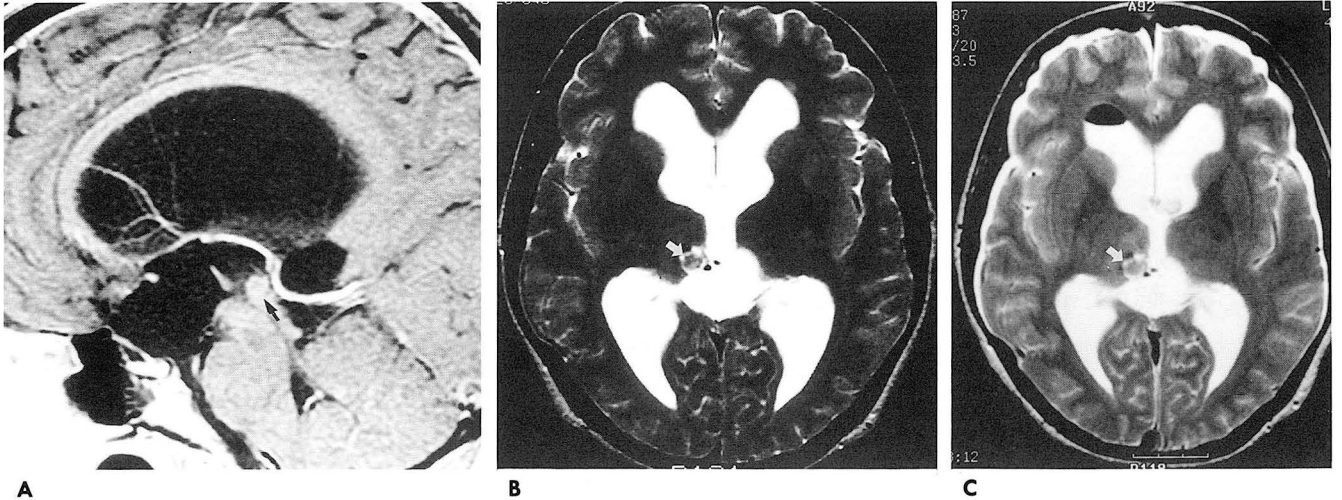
Serial MR images of tectal tumor treated by gamma knife surgery. This patient remained asymptomatic after gamma knife surgery.
